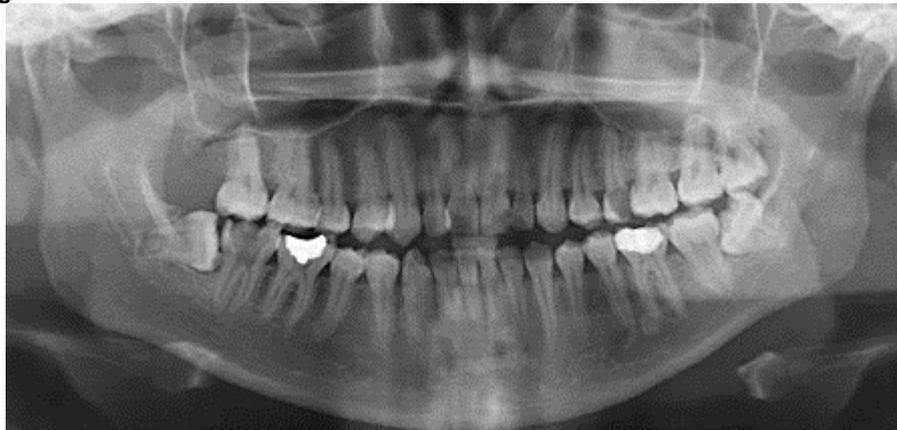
Radiografía panorámica de paciente femenino, de 23 años, motivo dolor dental (fuente directa CRED de DEPEI de FO. UNAM)
